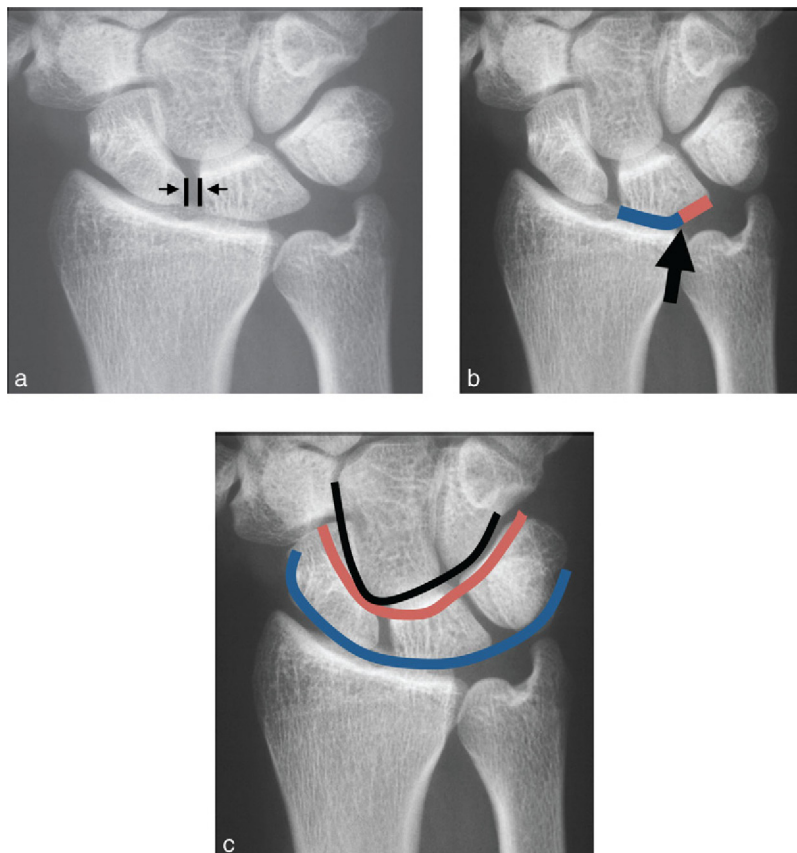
Radiographie du poignet de face.
